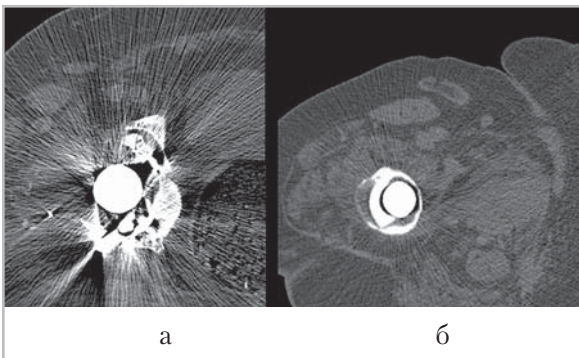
Компьютерные томограммы правого тазобедренного сустава после ТЭПС (а — жесткий фильтр; б — мягкий фильтр), на которых отмечается наличие костного цемента в области ножки эндопротеза по латеральной поверхности. Резкое истончение кортикального слоя по медиальной поверхности бедренной кости, что косвенно может свидетельствовать о повышении риска развития парапротезного перелома
